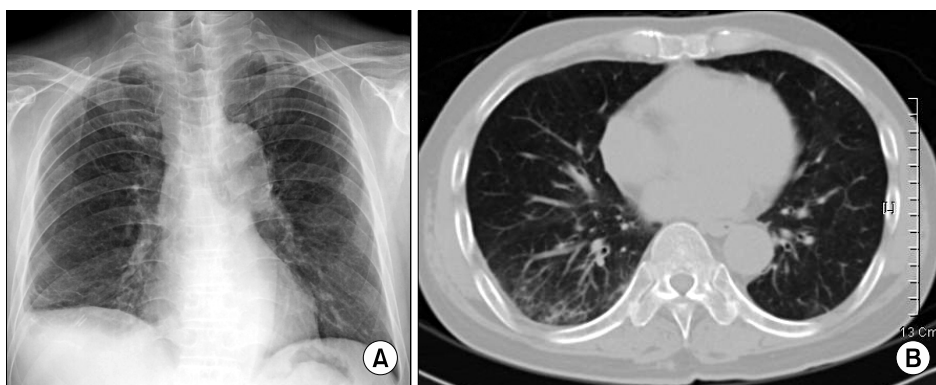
(A) Chest X-ray shows focal fibrotic opacities on right lower lobe and marked improvement of ground glass opacity on both lungs. (B) Chest CT taken (4 months after steroid pulse therapy) shows small reticular opacities on peripheral portion of right lower lobe.
